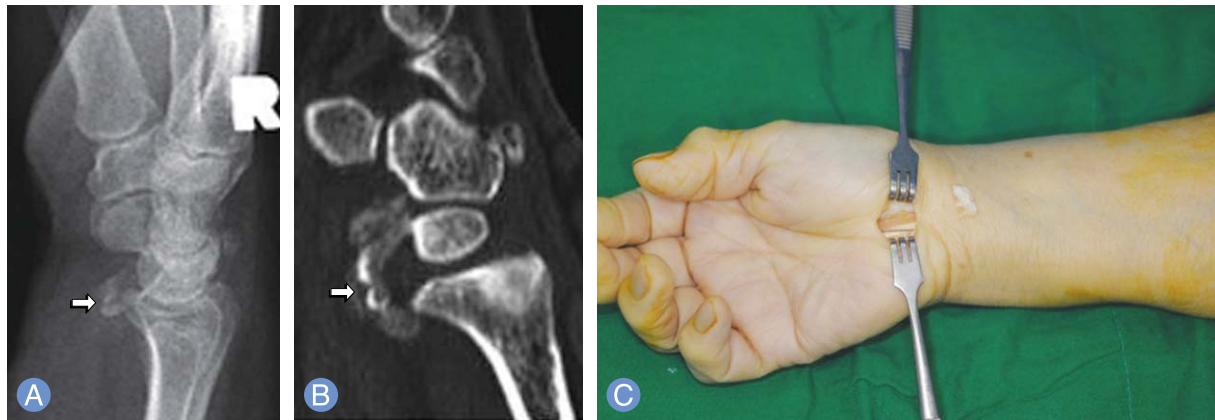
(A) 48-year-old woman complained tingling sense on her left 2nd, 3rd, and 4th finger. Plain radiograph shows a calcification on volar aspect of carpal tunnel area. (A) Computed tomography scan also shows mass lesion seen on plain radiograph. (B) We thought the mass lesion found on image study might compress carpal tunnel and caused her symptom. (C) So we planned to remove the mass lesion. Intraoperative photograph shows calcific mass on carpal tunnel.
